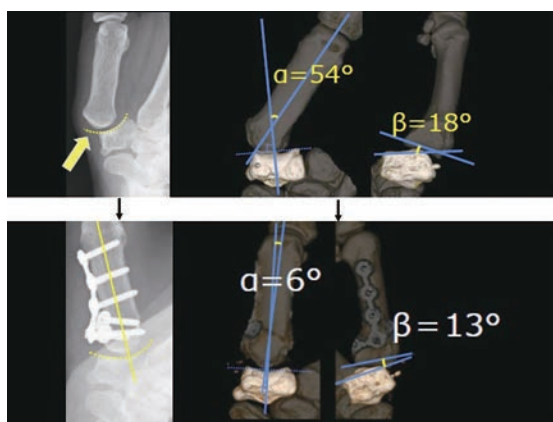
症例 2 を示す。上図が術前、下図が術後である。術前 CT にて正面 α 角 54° 、側面 β 角 18° であり、 $\alpha > \beta$ の橈側脱臼と考えた。術後 CT では α 角 $54^\circ \rightarrow 6^\circ$ 、 β 角 $18^\circ \rightarrow 13^\circ$ に改善した。X 線でも中手骨の亜脱臼は改善し、CM 関節の適合性は良好である。
